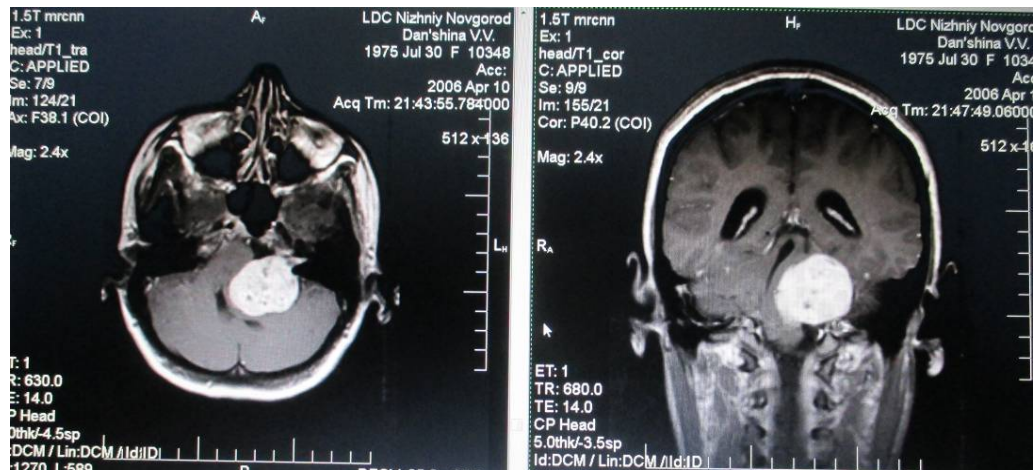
МРТ больной Д. от 10.04.06. Опухоль мосто-мозжечкового угла слева, IV желудочек сдавлен. МР картина больше соответствует невриноме
